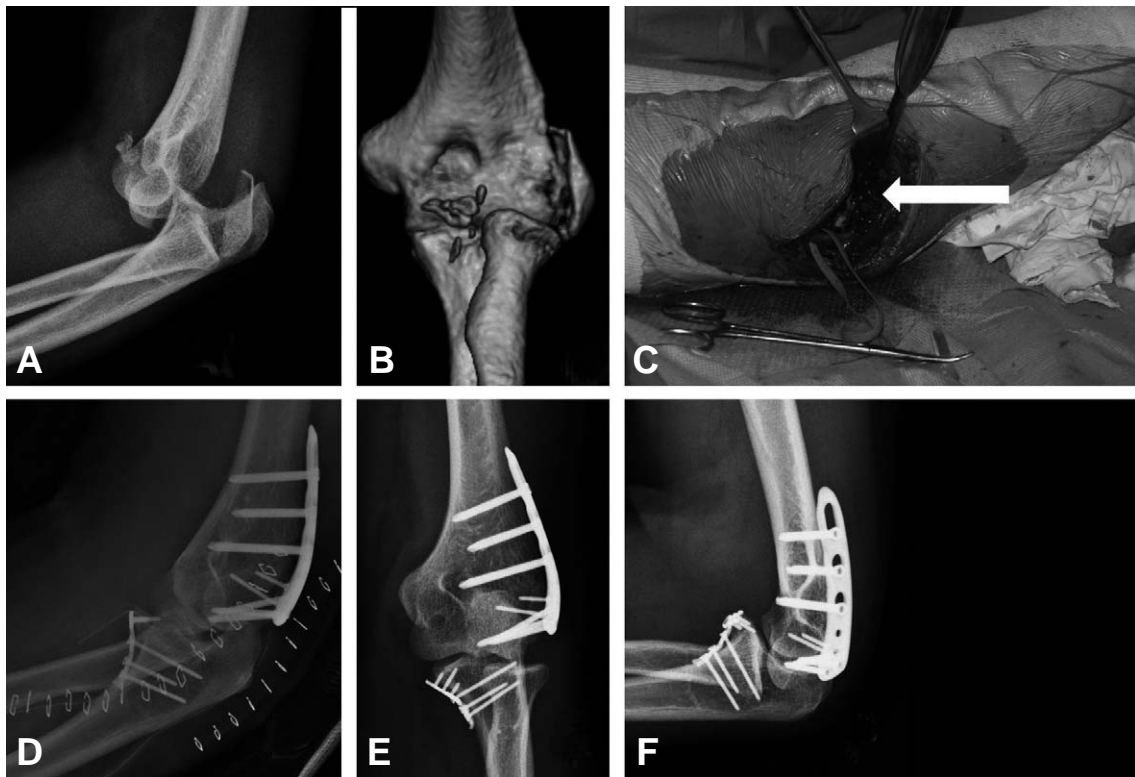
(A) The initial radiographs of 38-years-old man after a fall from a bicycle show the displaced coronoid process fracture and associated lateral condylar fracture. (B) Three dimensional reconstructed CT demonstrates that the coronoid process fracture is located in anterolateral portion of coronoid process. (C, D) the coronoid process fracture is volarly fixed with 2.4 mm LCP through medial approach. (E, F) At last follow-up, plain radiographs show sound bone union.
